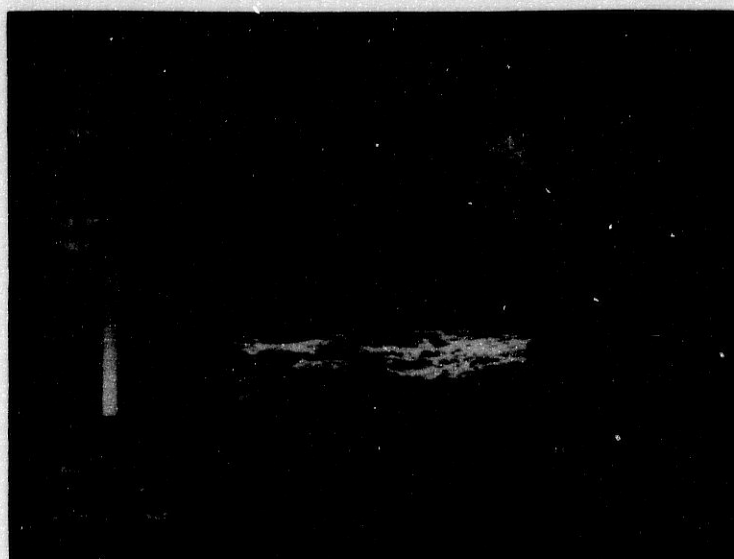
ECOGRAFIA DEL CORDON UMBILICAL EN GESTACION NORMAL DE 20 SEMANAS
